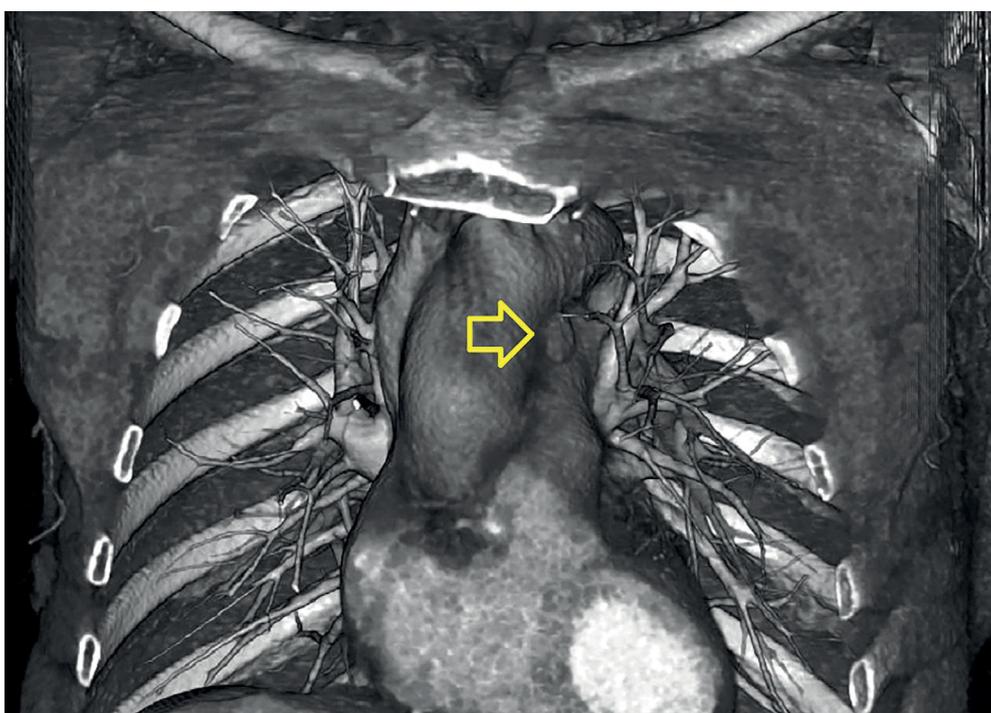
Аденома околощитовидной железы в аортопюльмональном окне (КТ снимок, в режиме 3D модели).
